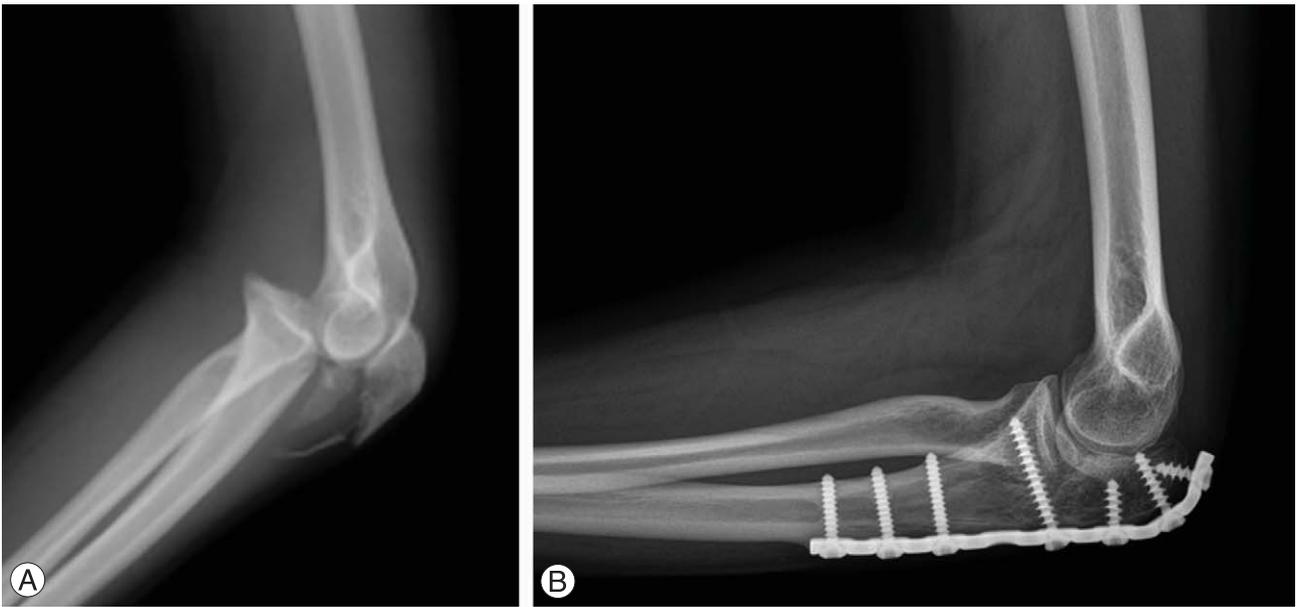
(A) Lateral radiograph of anterior transolecranon fracture-subluxation. (B) Lateral radiograph of the same patient following fixation with a contoured reconstruction plate. Normal contour of trochlear notch has been restored.
